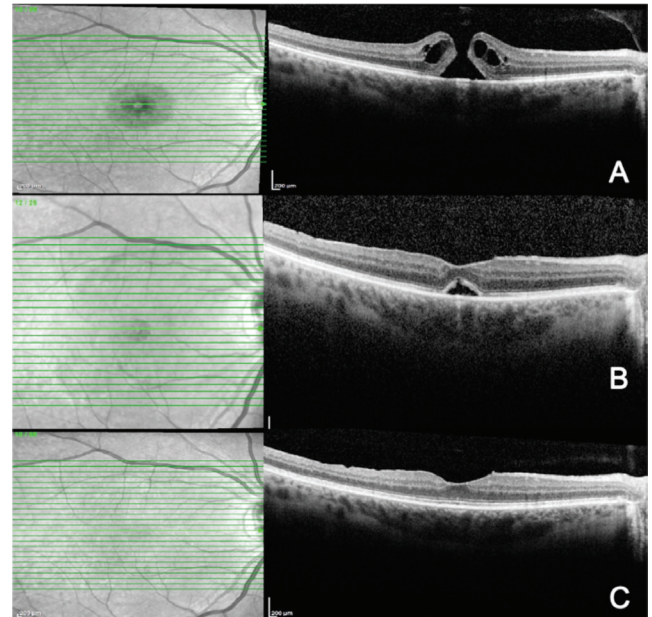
Olgu 1: A) Başvuruda çekilen spektral domain optik koherens tomografide (SD-OKT) büyük tam kat bir maküla deliği (MD) görülmektedir. B) Ameliyattan sonra 10. günde SD-OKT görüntüsünde deliğin kistik kenarları arasında köprü oluşturan iç limitan membran flebi, MD'nin kapanmadığı ve "flep kapanması" paterni görülmektedir. C) Birinci ayda flep ve dış retinada hafif kalınlaşma ve persistan "flep kapanması" paterni görüldü. D) İkinci ayda MD'nin tamamen kapandığı ve elipsoit zonda küçük bir defekt olduğu izlendi. Görme keskinliği 0,6'ya yükseldi. E) On altıncı ayda SD-OKT'de foveal konturun düzgün olduğu ve dış retina tabakalarının yeniden normal haline döndüğü görüldü
